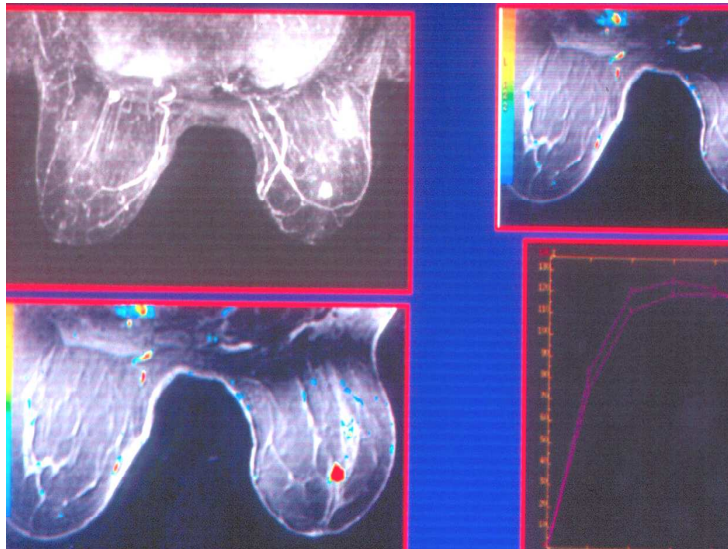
RM: Carcinoma de mama con realce y curva tipo III.
